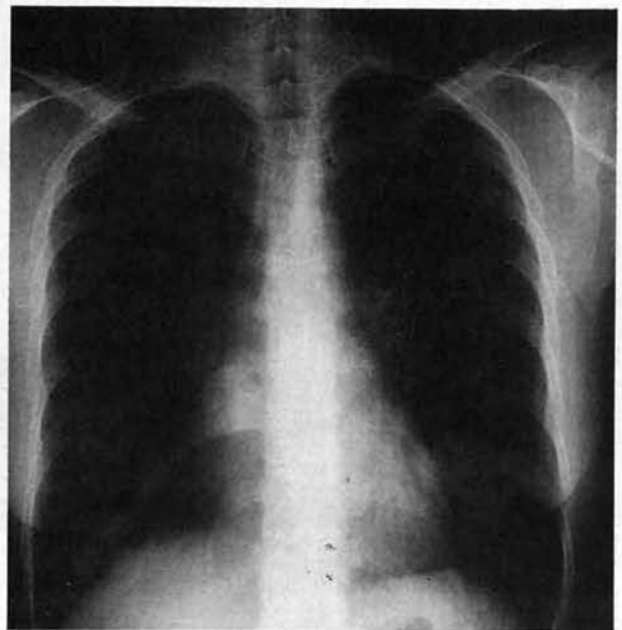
Radiografia simples do tórax de metástases bilaterais de origem colo-rectal (LID e LIE).
